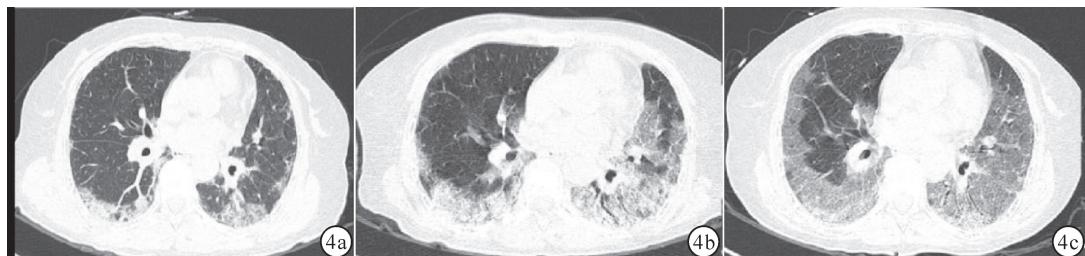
胸部 CT 变化 a:2020-7-20 双肺间质炎症; b:2020-8-10 双肺间质炎症增加;c:2020-9-1 双肺间质炎症进一步增加
